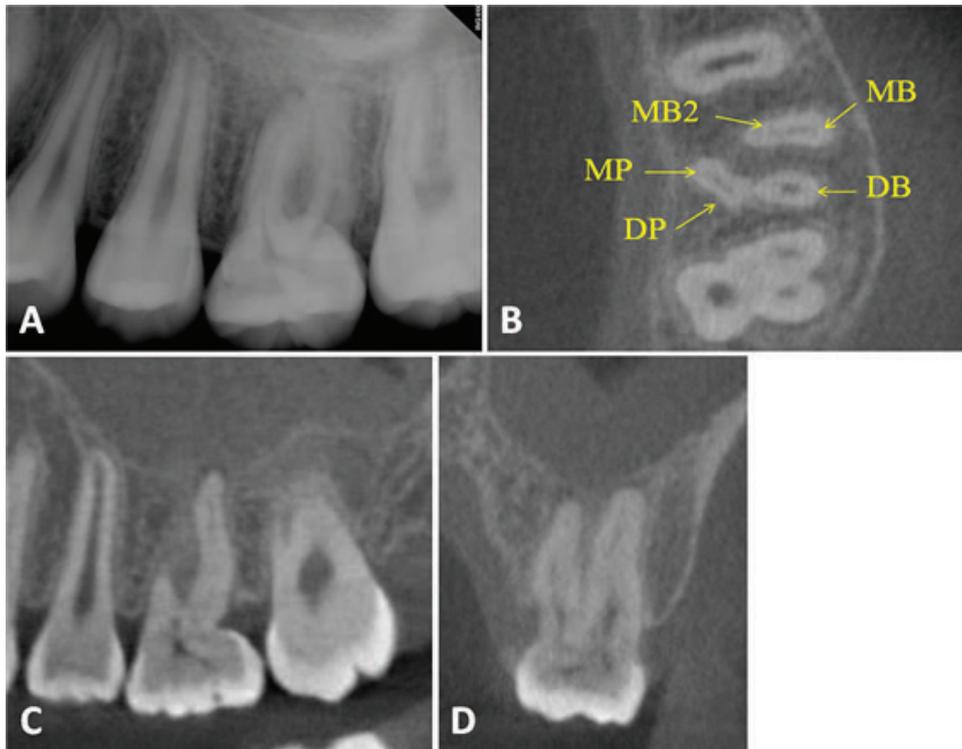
(A) 초진 치근단 사진 (B) 초진 CBCT axial view. 5개의 근관이 관찰된다. (C) 초진 CBCT reformatted panoramic view. Disto-cervical 부위의 constriction을 관찰할 수 있다. (D) 초진 CBCT sagittal view. 위축된 pulp chamber가 관찰된다.
